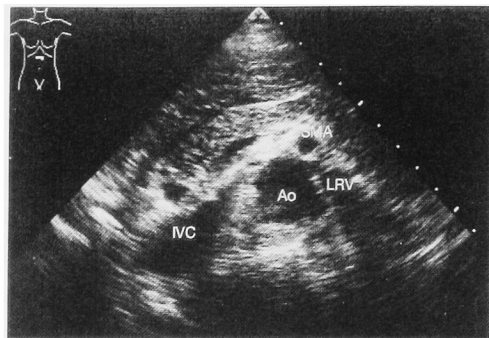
Ultrasonogram of nutcracker phenomenon of the left renal vein between the abdominal aorta and the superior mesenteric artery.
